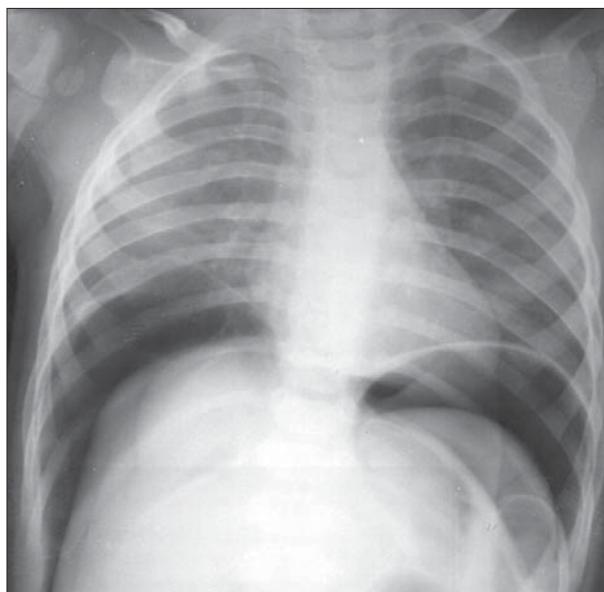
Radiografie toracică în condiții de pneumoperitoneu în incidența PA. Se constată o ascensionare parțială a hemidiafragmei drepte.
